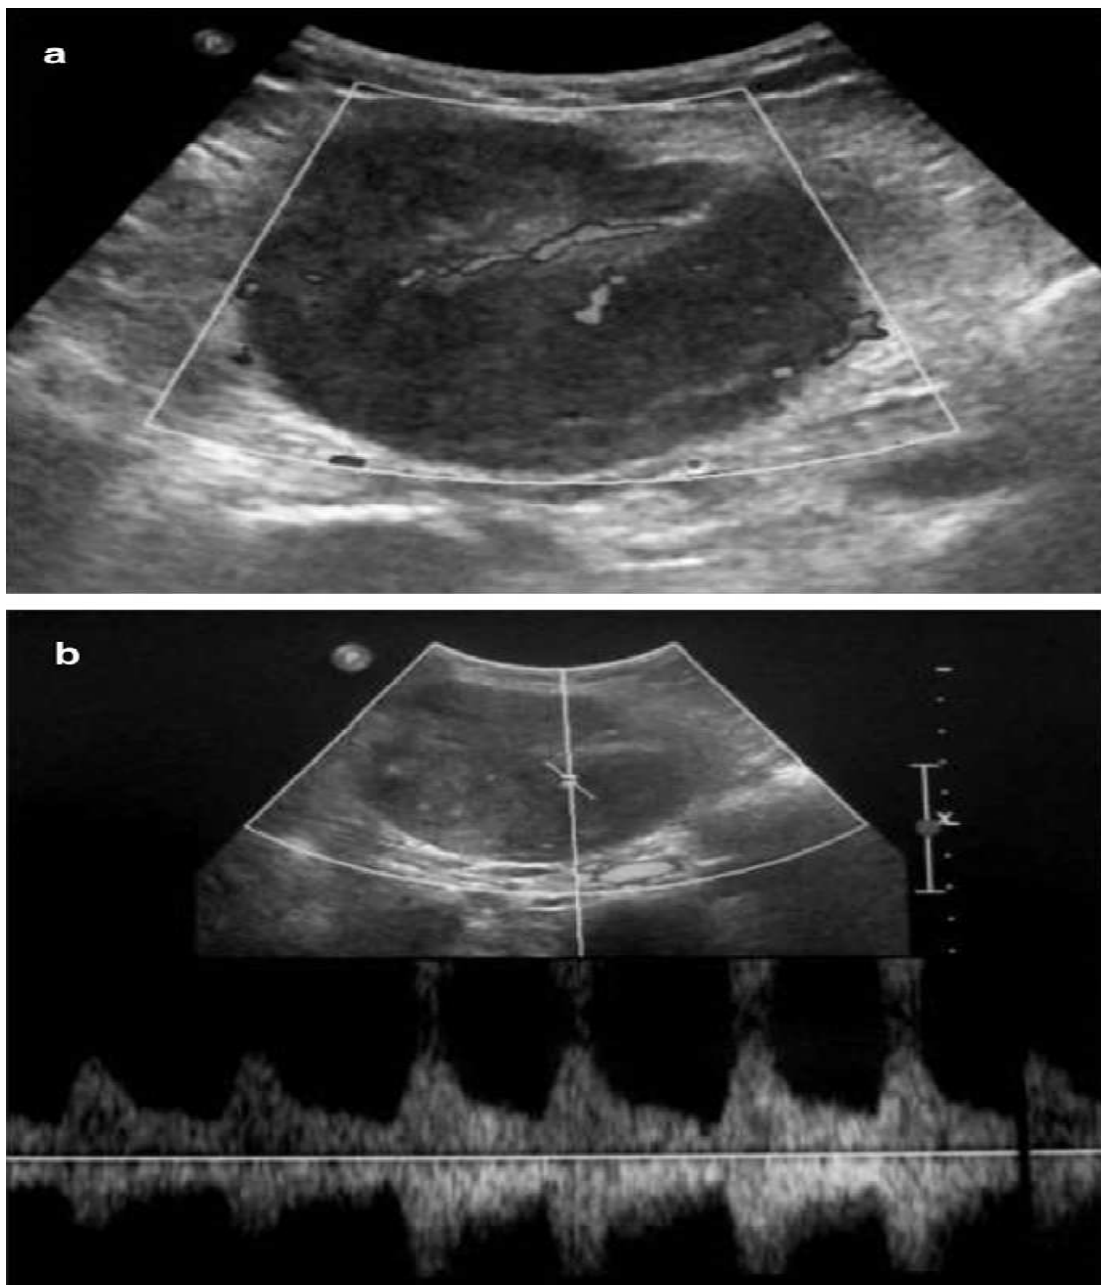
Images d'échographie de la masse tumorale en mode doppler couleur (a) et pulsé (b). Présence d'un faible flux vasculaire intratumorale.
